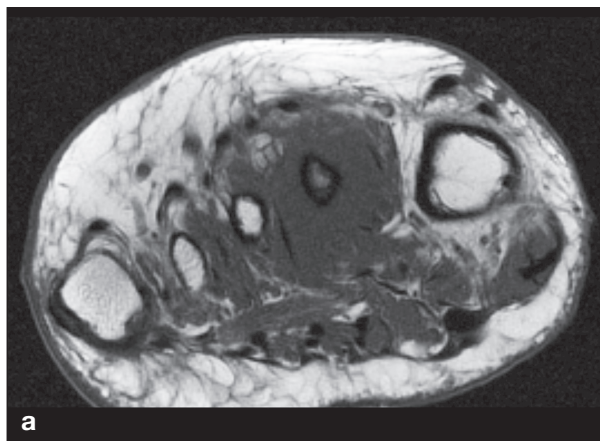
Fracture de fatigue complète de la diaphyse du 2^e métatarsien. (a) IRM image coronale T1. (b) IRM image coronale en densité de protons avec saturation du signal de la graisse. (c) image sagittale en densité de protons avec saturation du signal de la graisse. Les images montrent un œdème de la médullaire osseuse et des tissus mous. L'œdème est circonconférentiel. La ligne en hyposignal correspond à la fracture complète (*flèche*) de la diaphyse métatarsienne.
